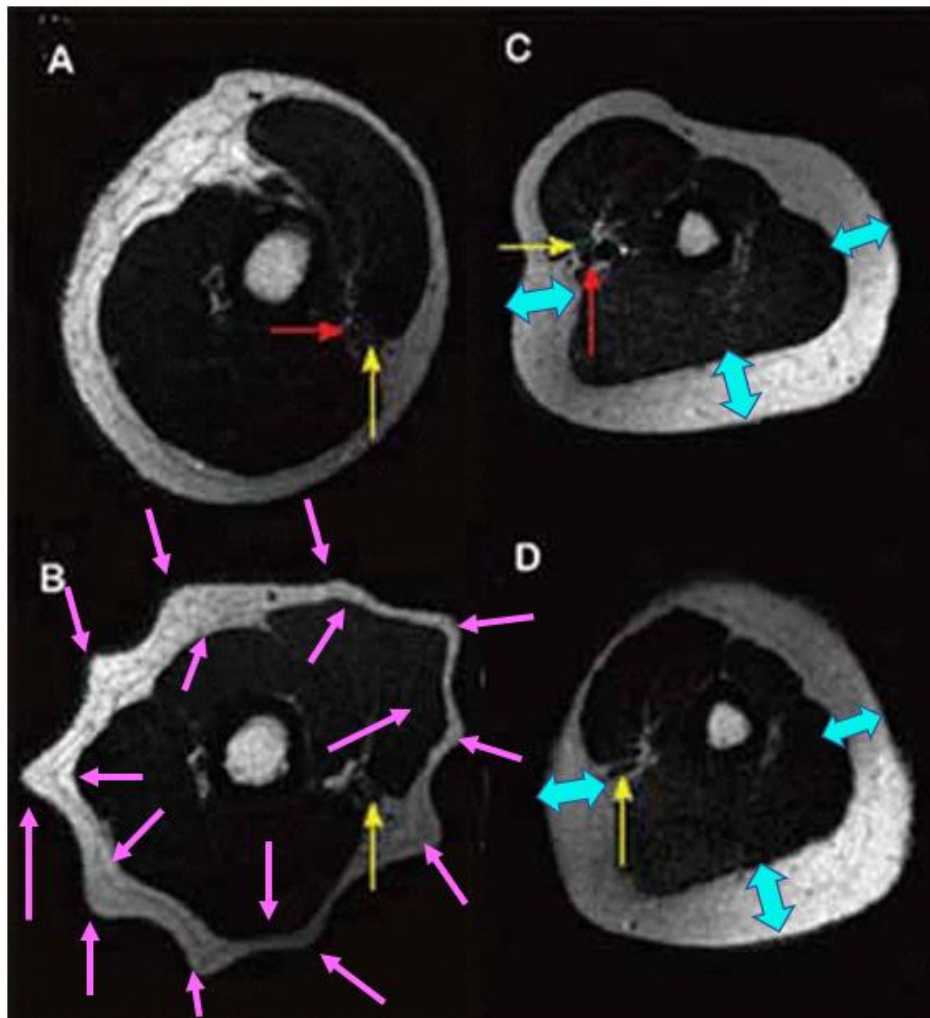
IRM des deux bras.
